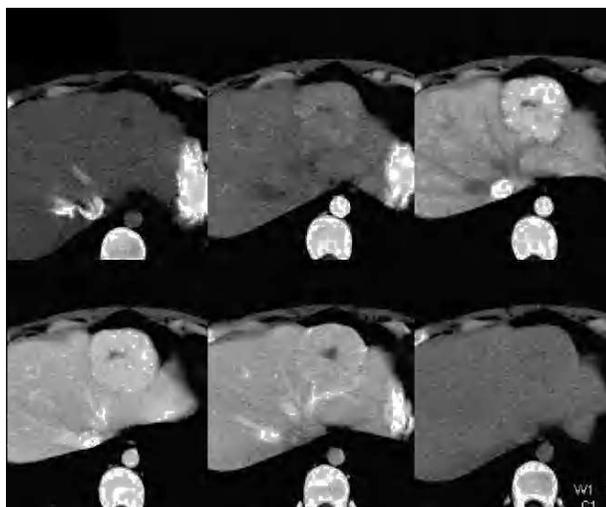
Tomografía computarizada que revela una hiperplasia nodular focal.
